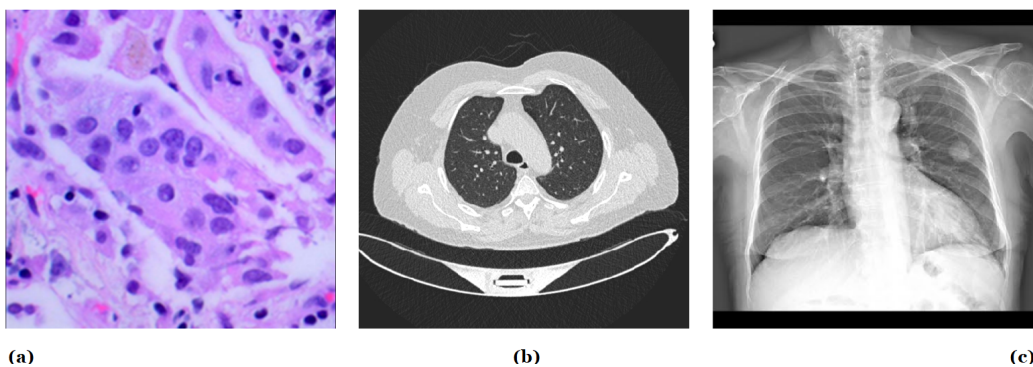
Ejemplos de imágenes médicas pulmonares. (a) Imagen histopatológica de Adenocarcinoma pulmonar, (b) Imagen TC de pulmón de corte axial, (c) Imagen Rayos X de tórax
